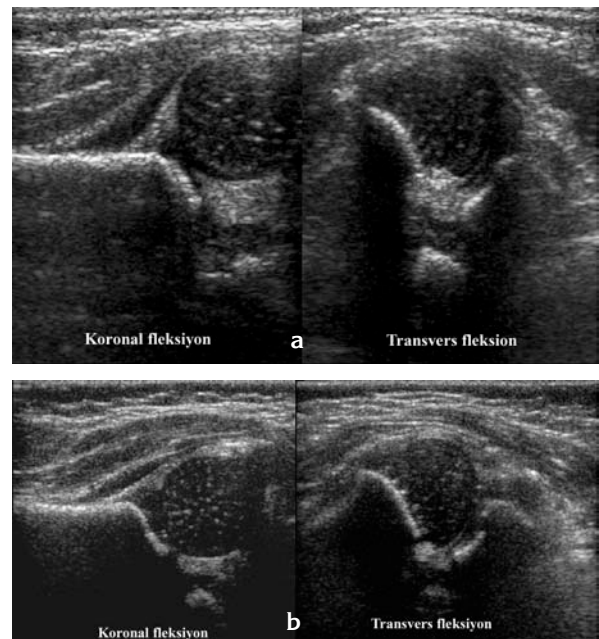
Dinamik USG sınıflaması (N:Normal, S:Sublukse, D: Disloke)
